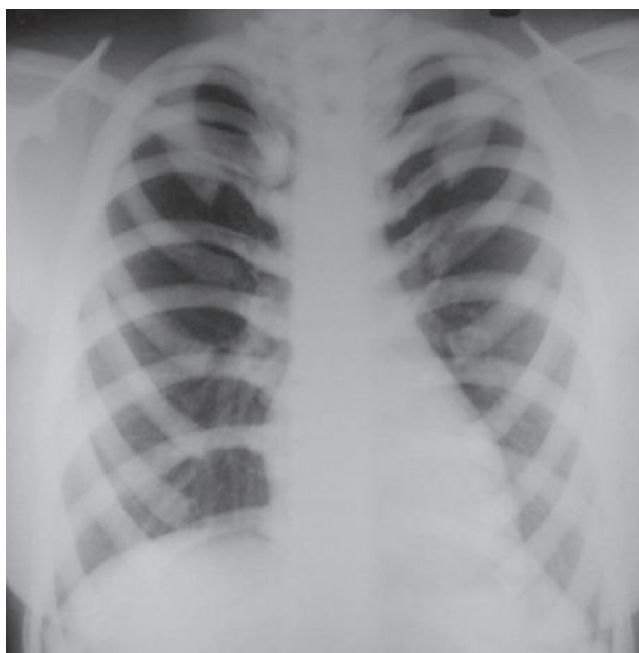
Radiografía de tórax. Vista AP. Apariencia de esclerosis generalizada.
